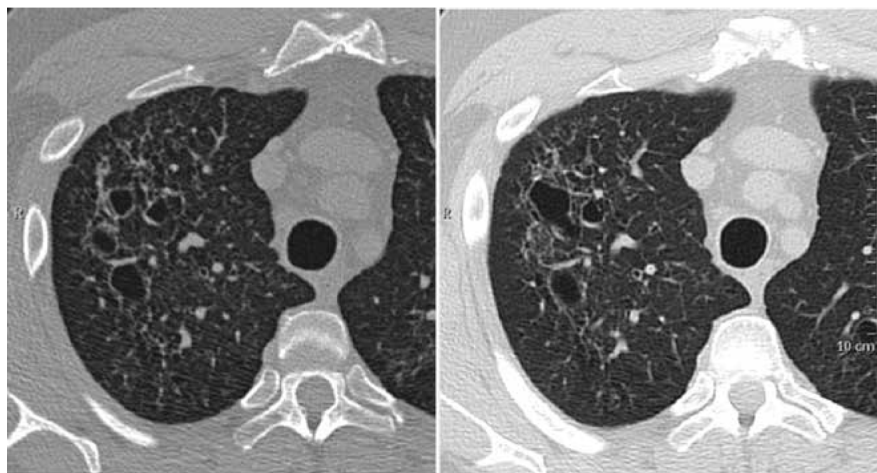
Pacient narozený v roce 1969, HRCT z 5/2008 a 7/2009. Tlustostěnné cysty splývající v konglomeráty. Tyto cystické útvary byly příčinou opakovaných spontánních pneumotoraxů
